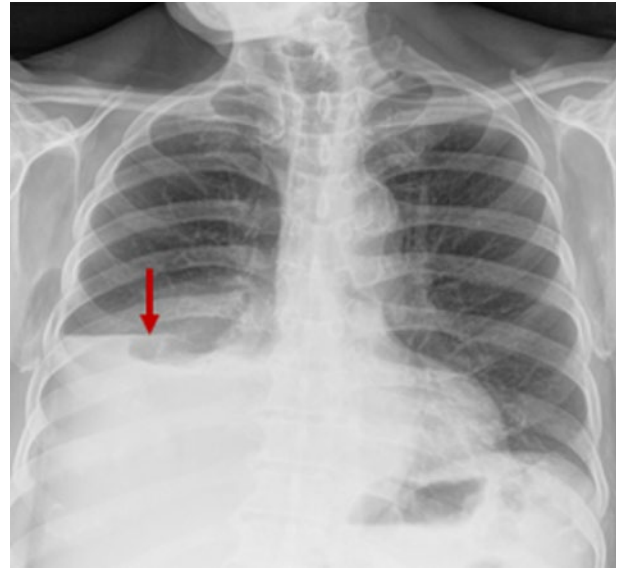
Radiografía anteroposterior de tórax. La flecha roja muestra nivel hidroaéreo.
